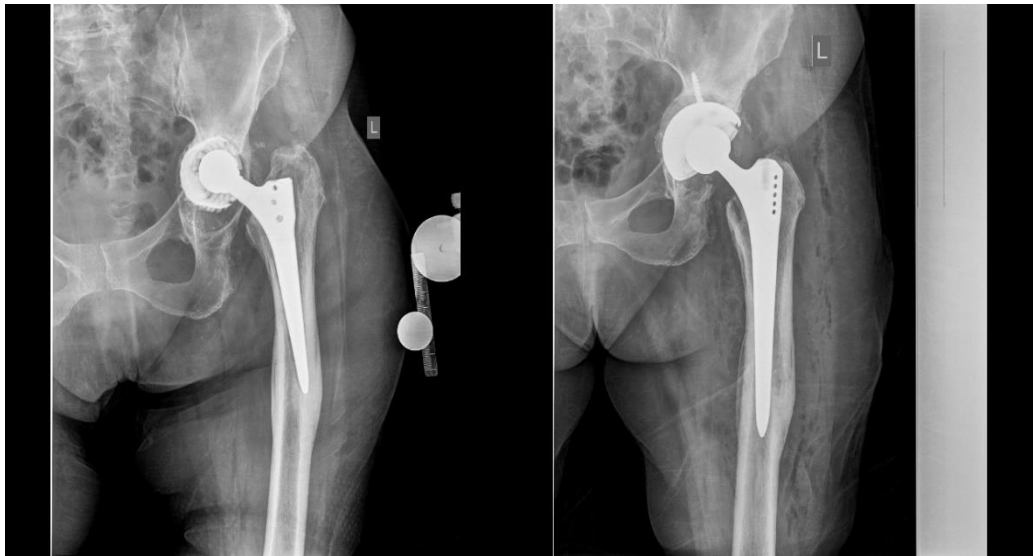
Рентгенограммы левого тазобедренного сустава пациентки Н., 59 лет:
